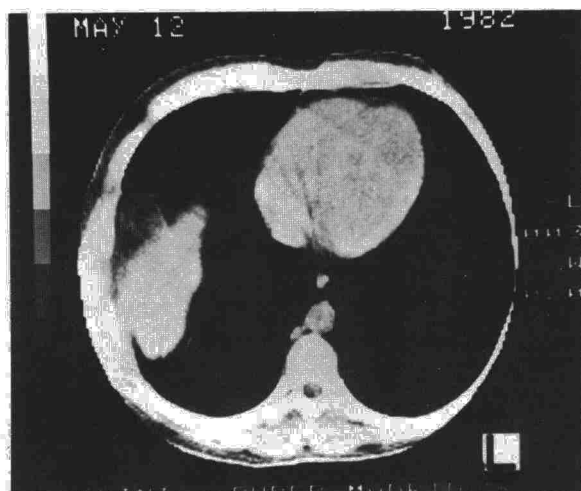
B. TAC, la parte anterior de la masa es de densidad grasa; hernia epiploica y quiste hidatídico.
